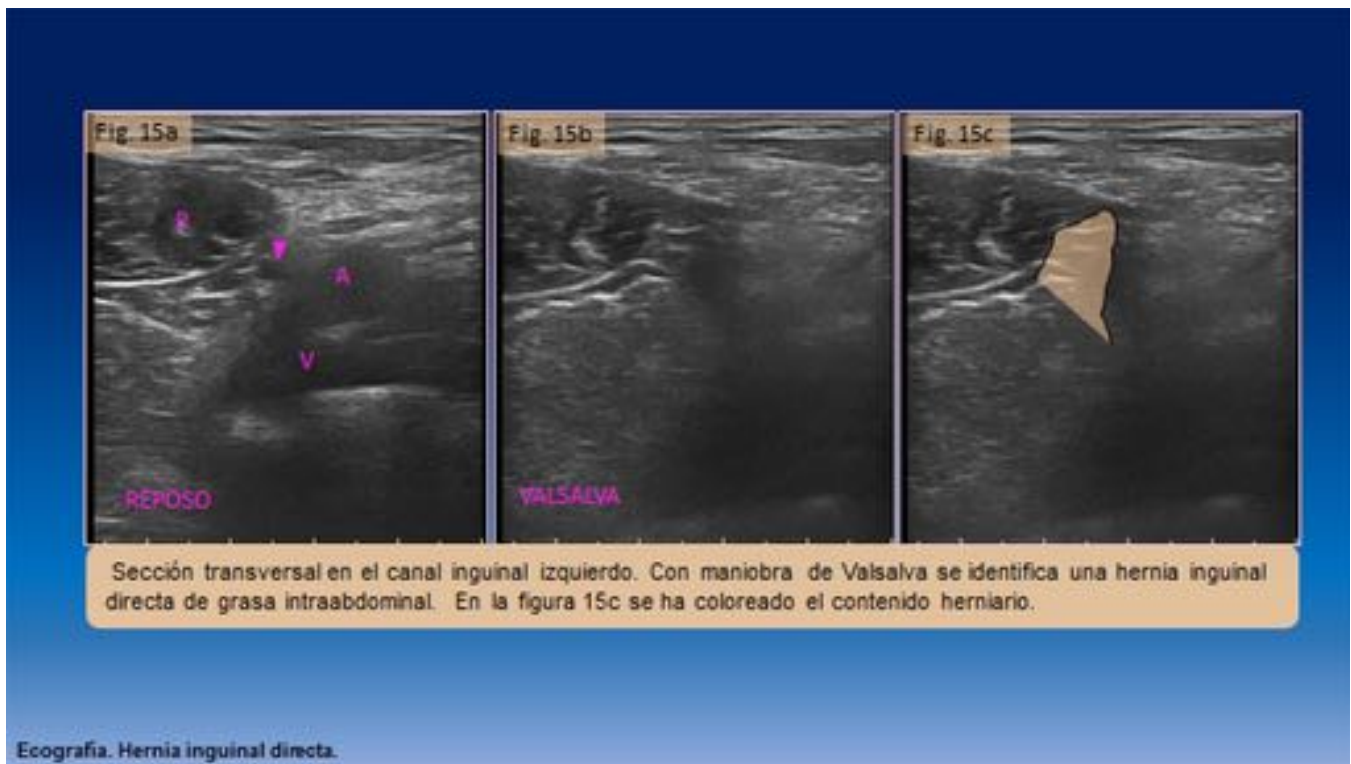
Ecografía. Hernia inguinal.
